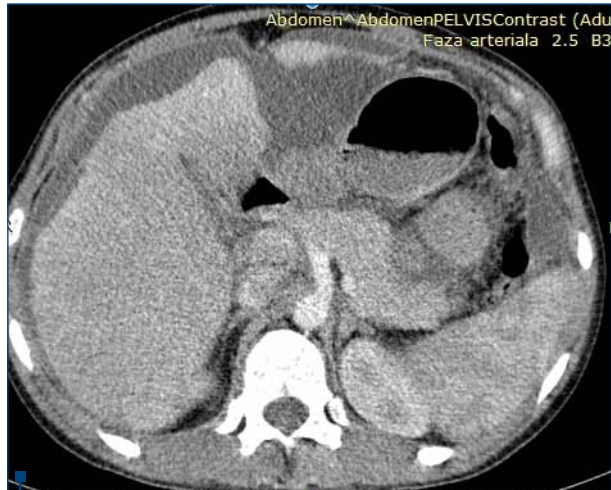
CT abdomen și pelvis cu substanță de contrast
